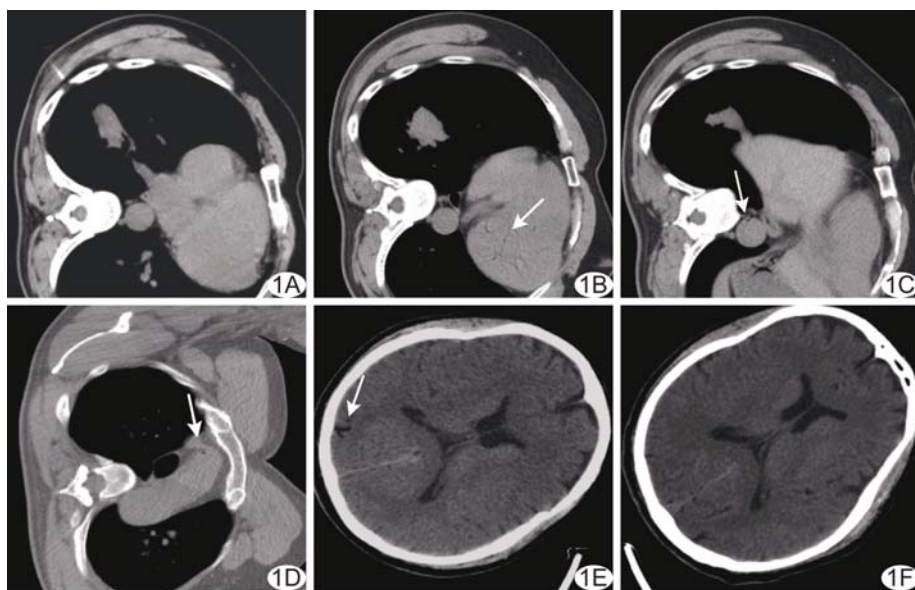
病例 5, 患者男, 48 岁 A. 左侧卧位穿刺时, 病灶实际位置高于左心房水平, 未使用套管针; B~D. 穿刺过程中患者咳嗽, 复查胸部 CT 发现降主动脉、主动脉弓及左心室内少量气体(箭); E. 右顶部颅板下见多发条状气体密度(箭); F. 术后 30 min 复查颅内气体消失
